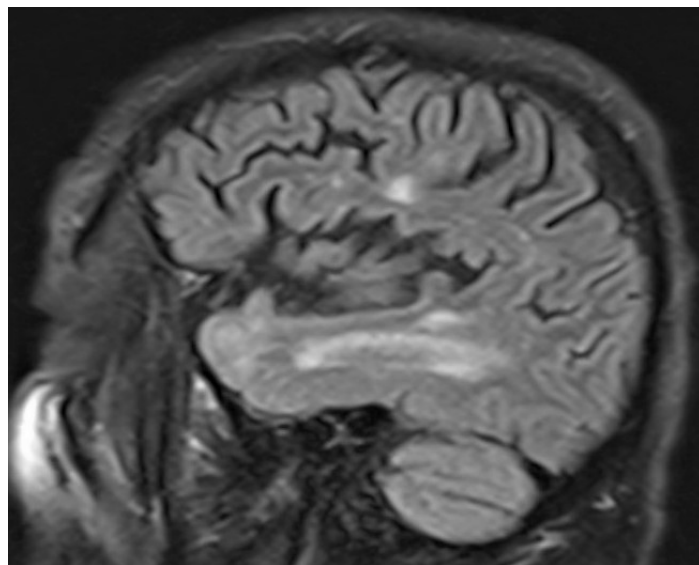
RM cerebral secuencia T1. Plano sagital. Afectación isquémica de lóbulo temporal anterior típica del CADASIL.
